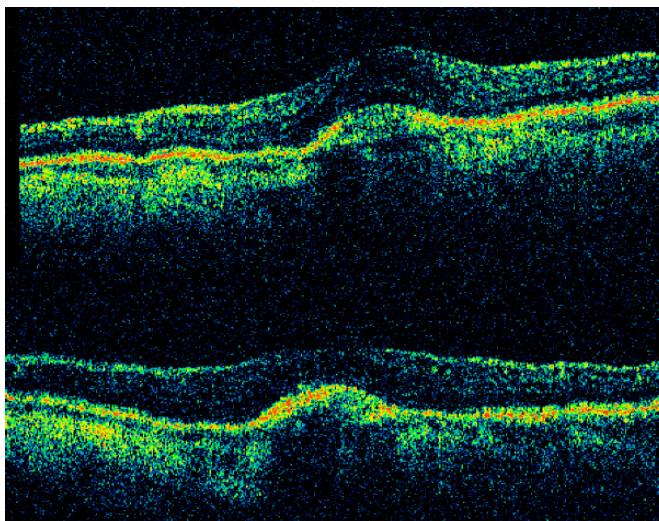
Tomografía de coherencia óptica en paciente con NVC miópica. En la imagen superior se observa la NVC con edema intrarretiniano suprayacente así como acúmulo de fluido subretiniano. La imagen inferior muestra la NVC con desaparición del líquido intra y subretiniano en el mismo paciente.
